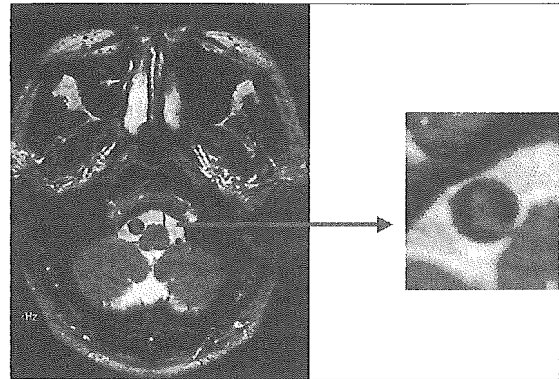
Intimal flap and double lumen (MRI T₂強調画像, 59歳男性, 頭痛例)
